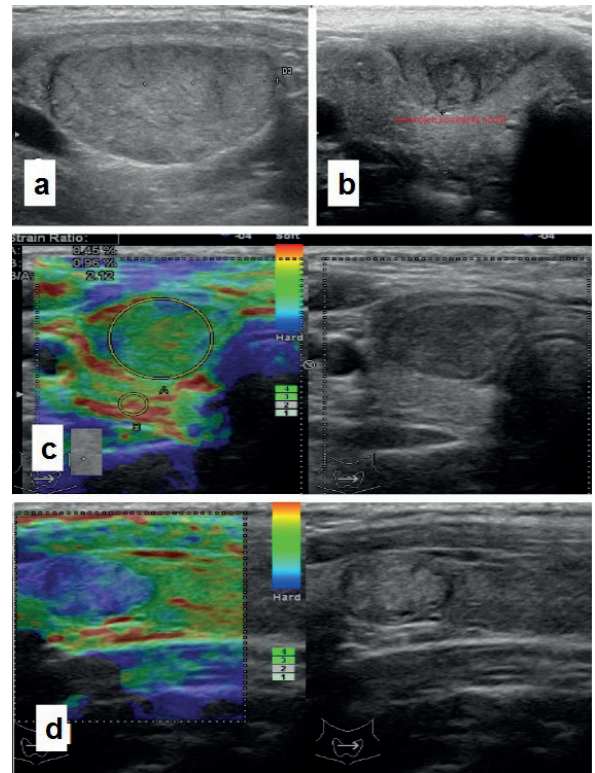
a,b. Sağ lobu dolduran ve istmusa uzanım gösteren diffüz sklerozan papiller tiroid kanseri ve metastatik lenf nodu (kırmızı ok) c. Sağ lob lateralde sınırları belirsiz hipoeoik onkositik varyant papiller tiroid kanseri, d. sağ lob medialde mikrokalsifikasyonlar içeren sınırları tiroid parankiminden tam ayırlamayan solid trabeküler varyant papiller tiroid kanseri gri skala ultrasonografi ve elastosonografi görünümü
